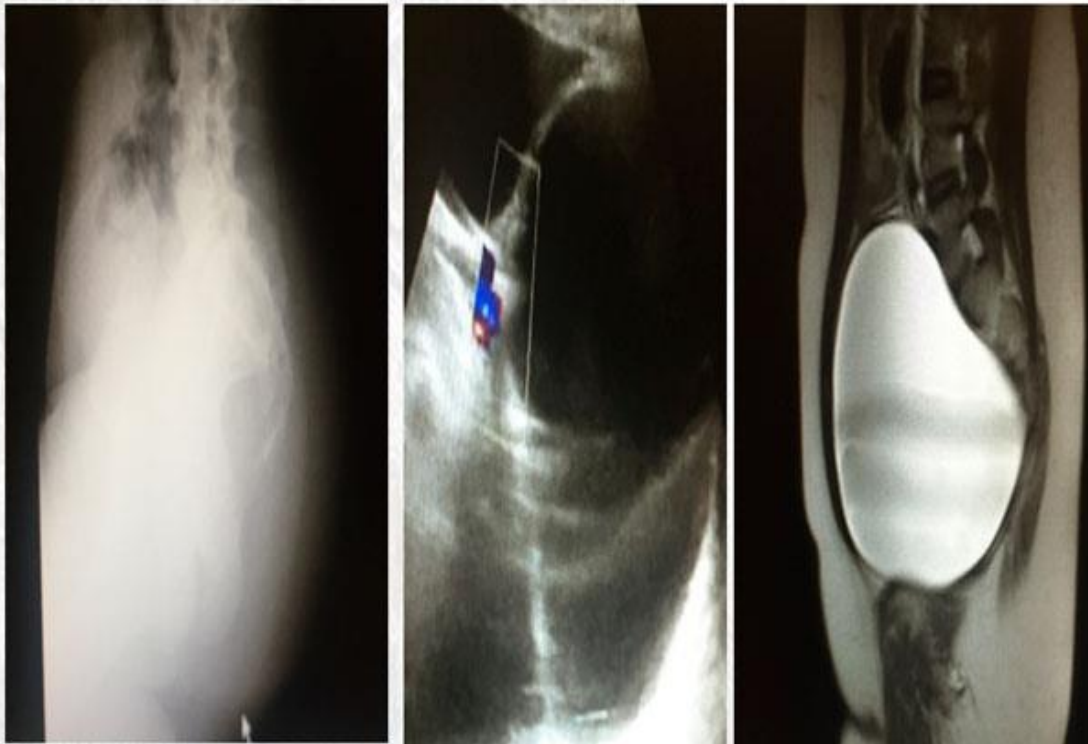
Resonancia Magnética Nuclear. Imagen quística simple de 16x14x11cm que ocupa gran parte del abdomen y desplaza las estructuras pélvicas, comunicada con el canal espinal a través de un defecto en el sacro. Estos hallazgos son compatibles con agenesia parcial del sacro (sacro en cimitarra) y meningocele anterior de gran tamaño.
